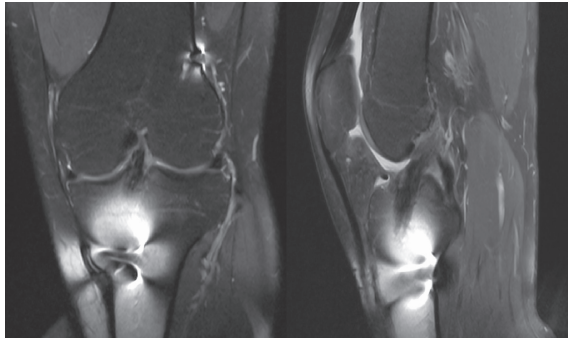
对照组术后 12 个月复查 MRI 冠状位及矢状位片
